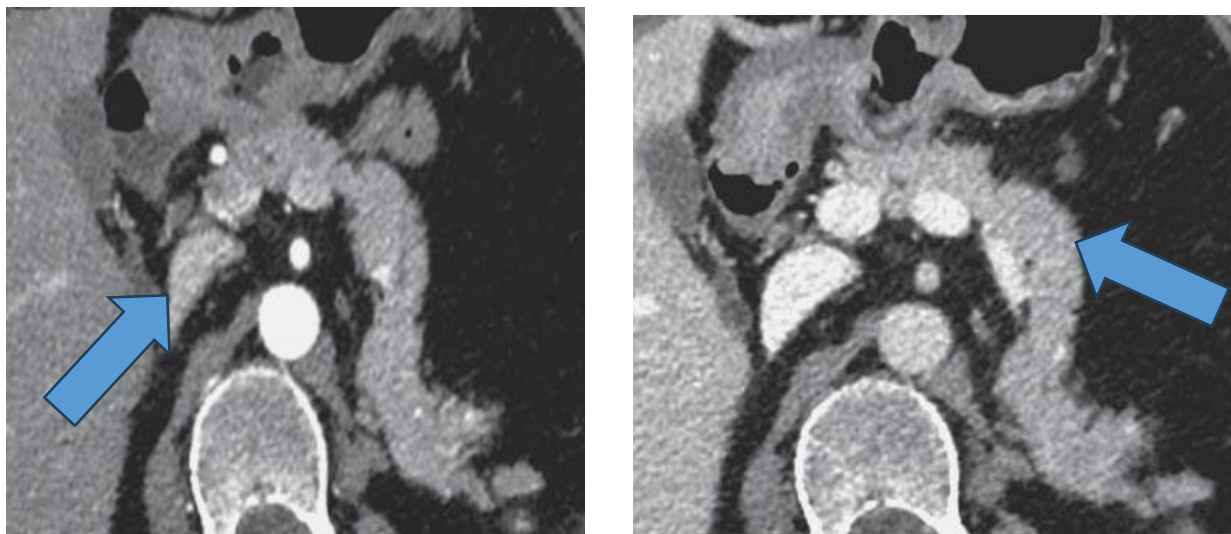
Контрастная МСКТ. «Мягкая» поджелудочная железа. 1 - артериальная фаза, 2 - венозная фаза
